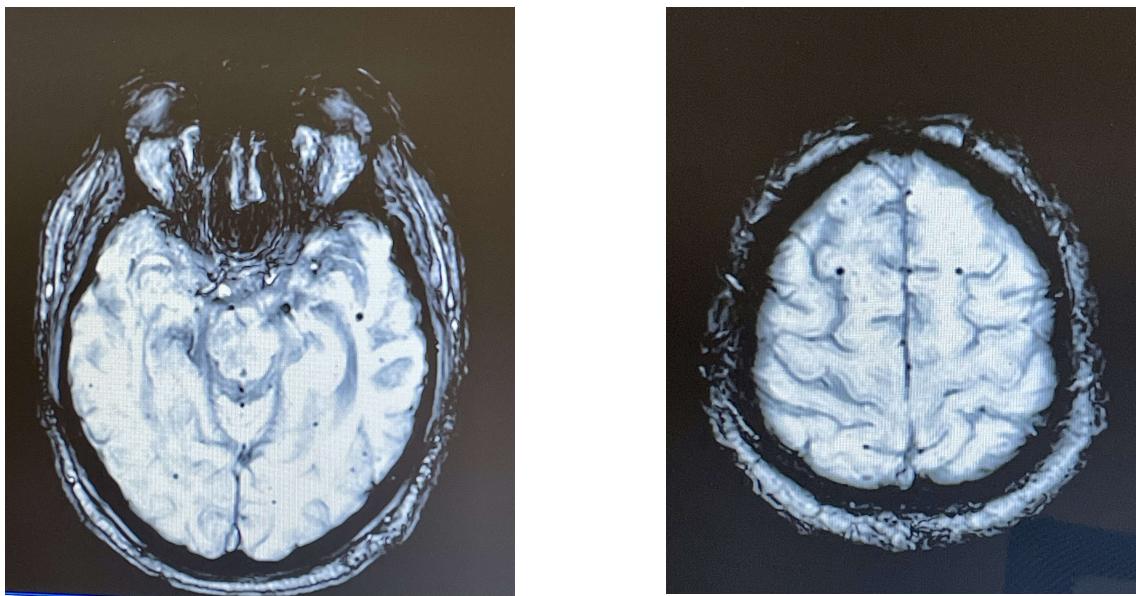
Аксиальное МРТ головного мозга (SWI/T2*-взвешенное изображение), уровень конвекситальных отделов полушарий. Определяются множественные мелкие гипоинтенсивные очаги округлой формы с эффектом «blooming», локализованные преимущественно в кортикальных и субкортикальных зонах обоих полушарий. Отмечаются линейные и гироформные гипоинтенсивные изменения вдоль поверхности вещества мозга и в области кортикальных борозд, соответствующие поверхностному отложению гемосидерина. Изменения носят двусторонний, диффузный характер, без признаков масс-эффекта или смещения срединных структур. МР-картина соответствует хроническому накоплению продуктов распада крови и характерна для церебрально-гого поверхностного гемосидероза.
